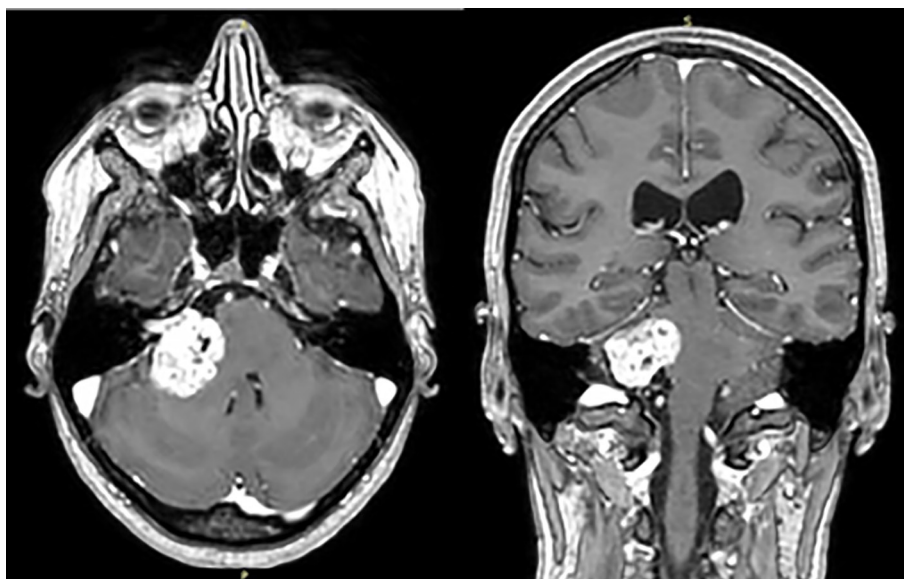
Результаты магнитно-резонансной томографии пациентки В.: опухоль правого мостомозжечкового угла — вестибулярная шваннома IVB по Samii справа, с грубой компрессией моста
